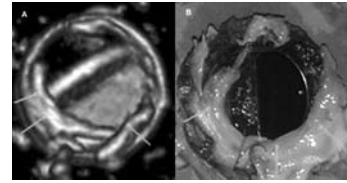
(a) Pannus formation is seen (arrows) surrounding the prosthetic mitral heart valve in multislice computerized tomography, and (b) excised valve.
